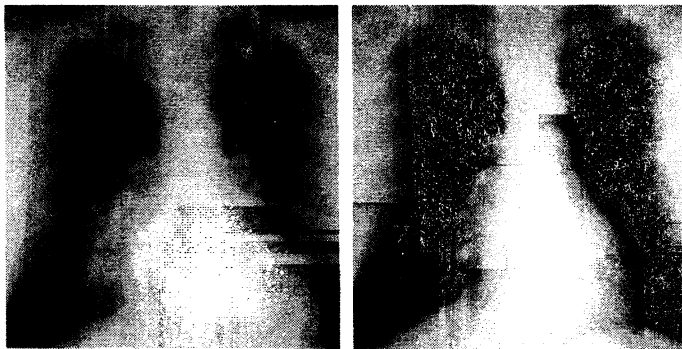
Рентгенография грудной клетки больного Н., 54 года. 1 – в период криза. АД = 230/125 мм рт. ст. 2 – через 30 дней после стойкого снижения АД до 140/90 мм рт. ст.
